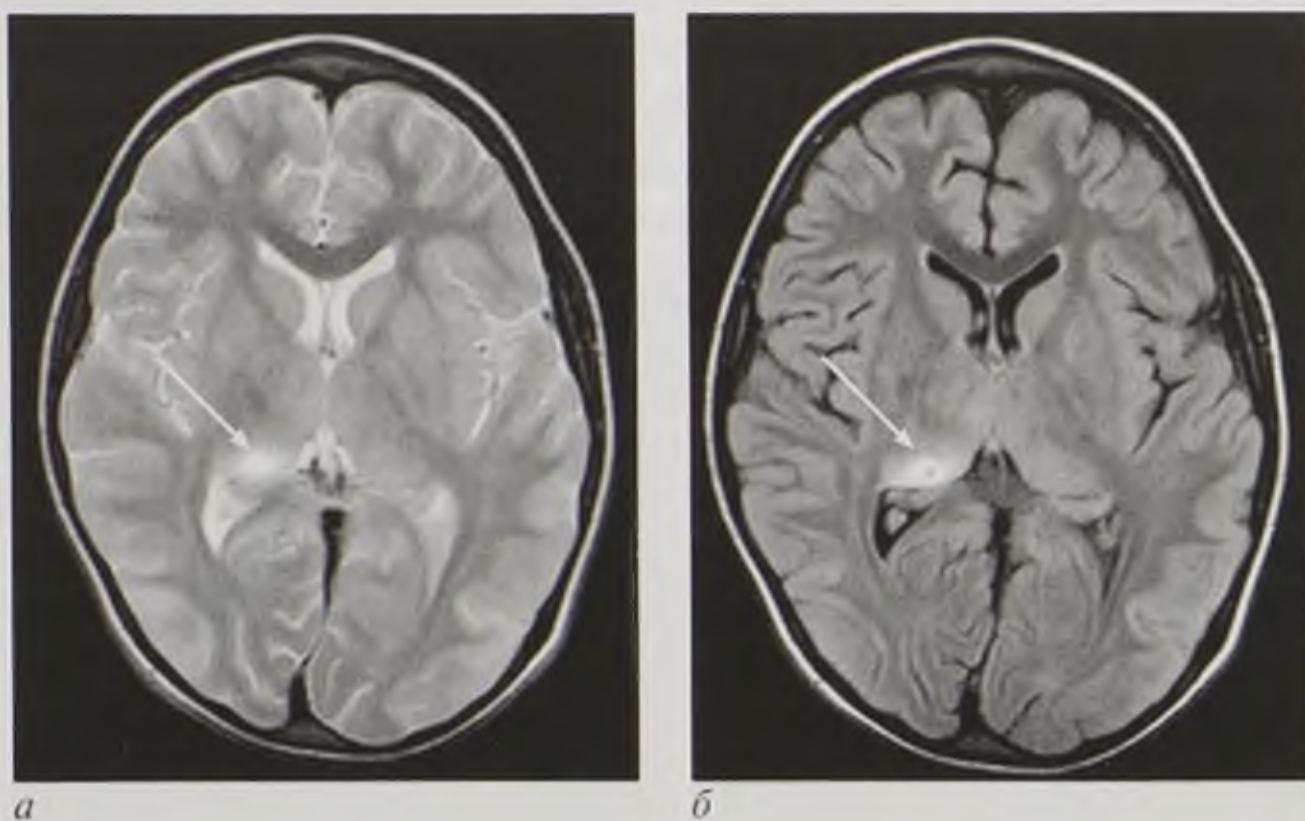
Магнитно-резонансные томограммы: *а* — Т2-взвешенное изображение в аксиальной плоскости; *б* — Т1-взвешенное изображение в аксиальной плоскости. Клещевой энцефалит с поражением правого зрительного бугра (стрелки)
